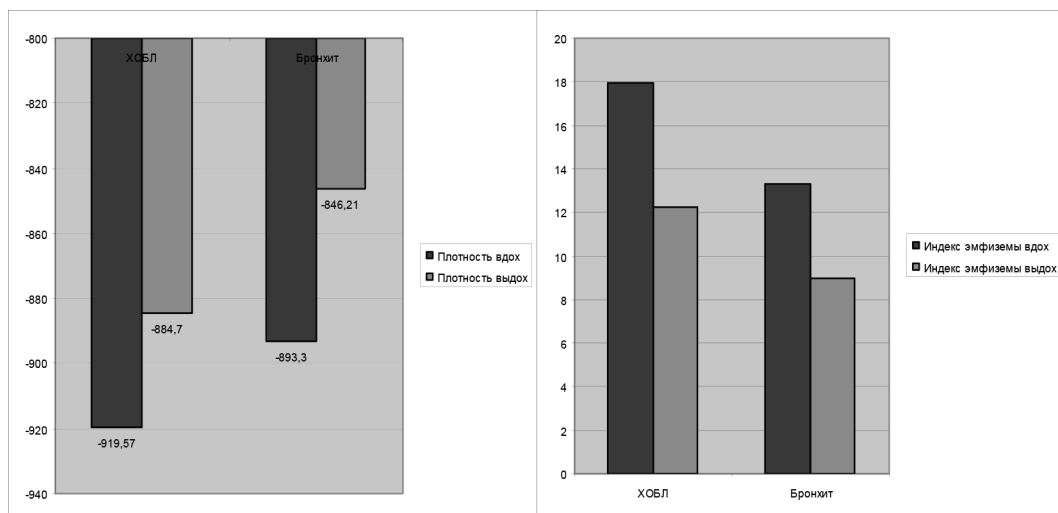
Числовые показатели компьютерной томографии в двух группах
